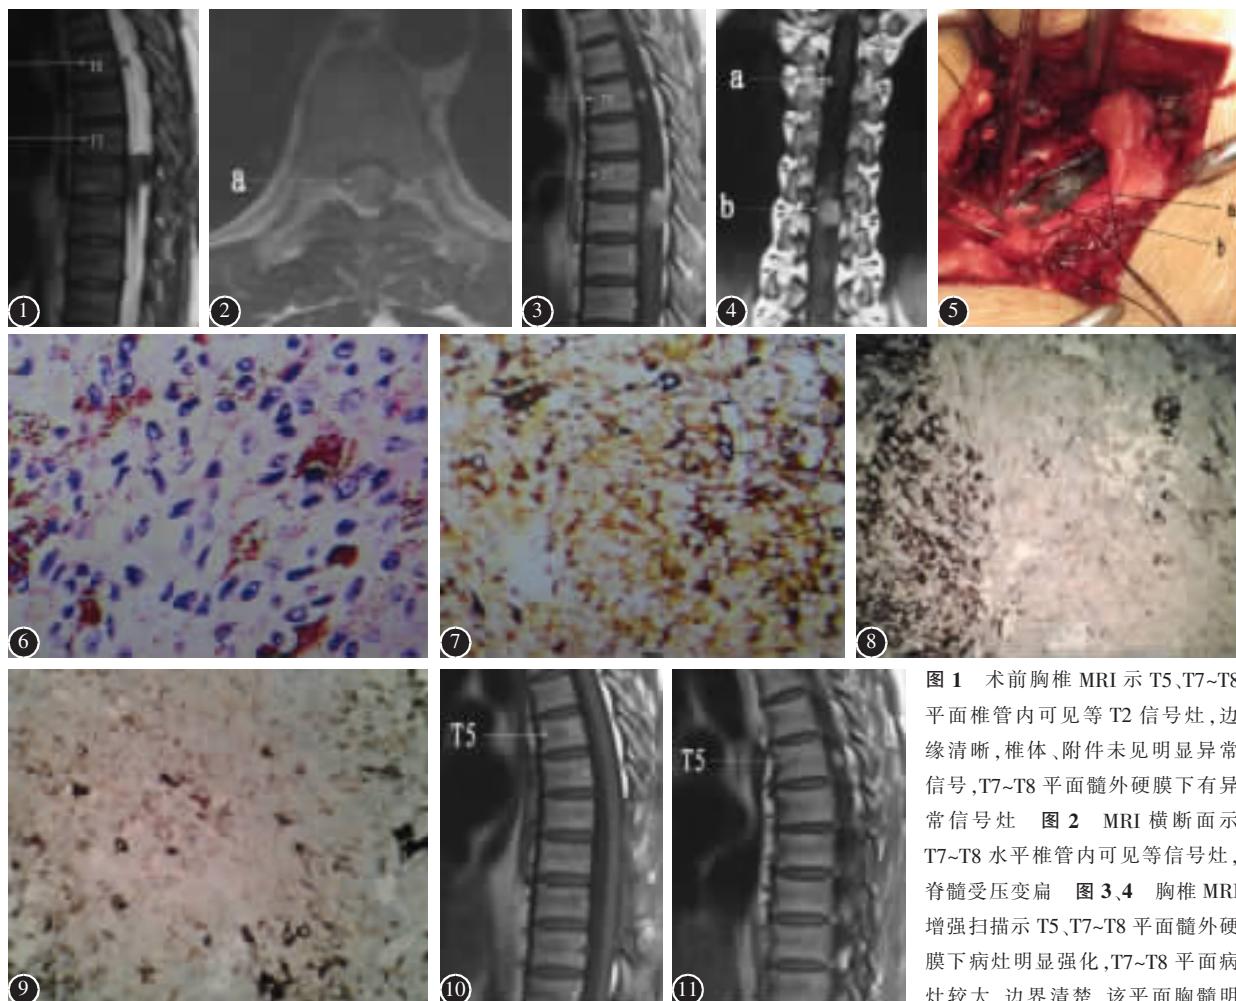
术前胸椎MRI示T5、T7~T8平面椎管内可见等T2信号灶,边缘清晰,椎体、附件未见明显异常信号,T7~T8平面髓外硬膜下有异常信号灶 图2 MRI横断面示T7~T8水平椎管内可见等信号灶,脊髓受压变扁 图3、4 胸椎MRI增强扫描示T5、T7~T8平面髓外硬膜下病灶明显强化,T7~T8平面病灶较大,边界清楚,该平面脊髓明
